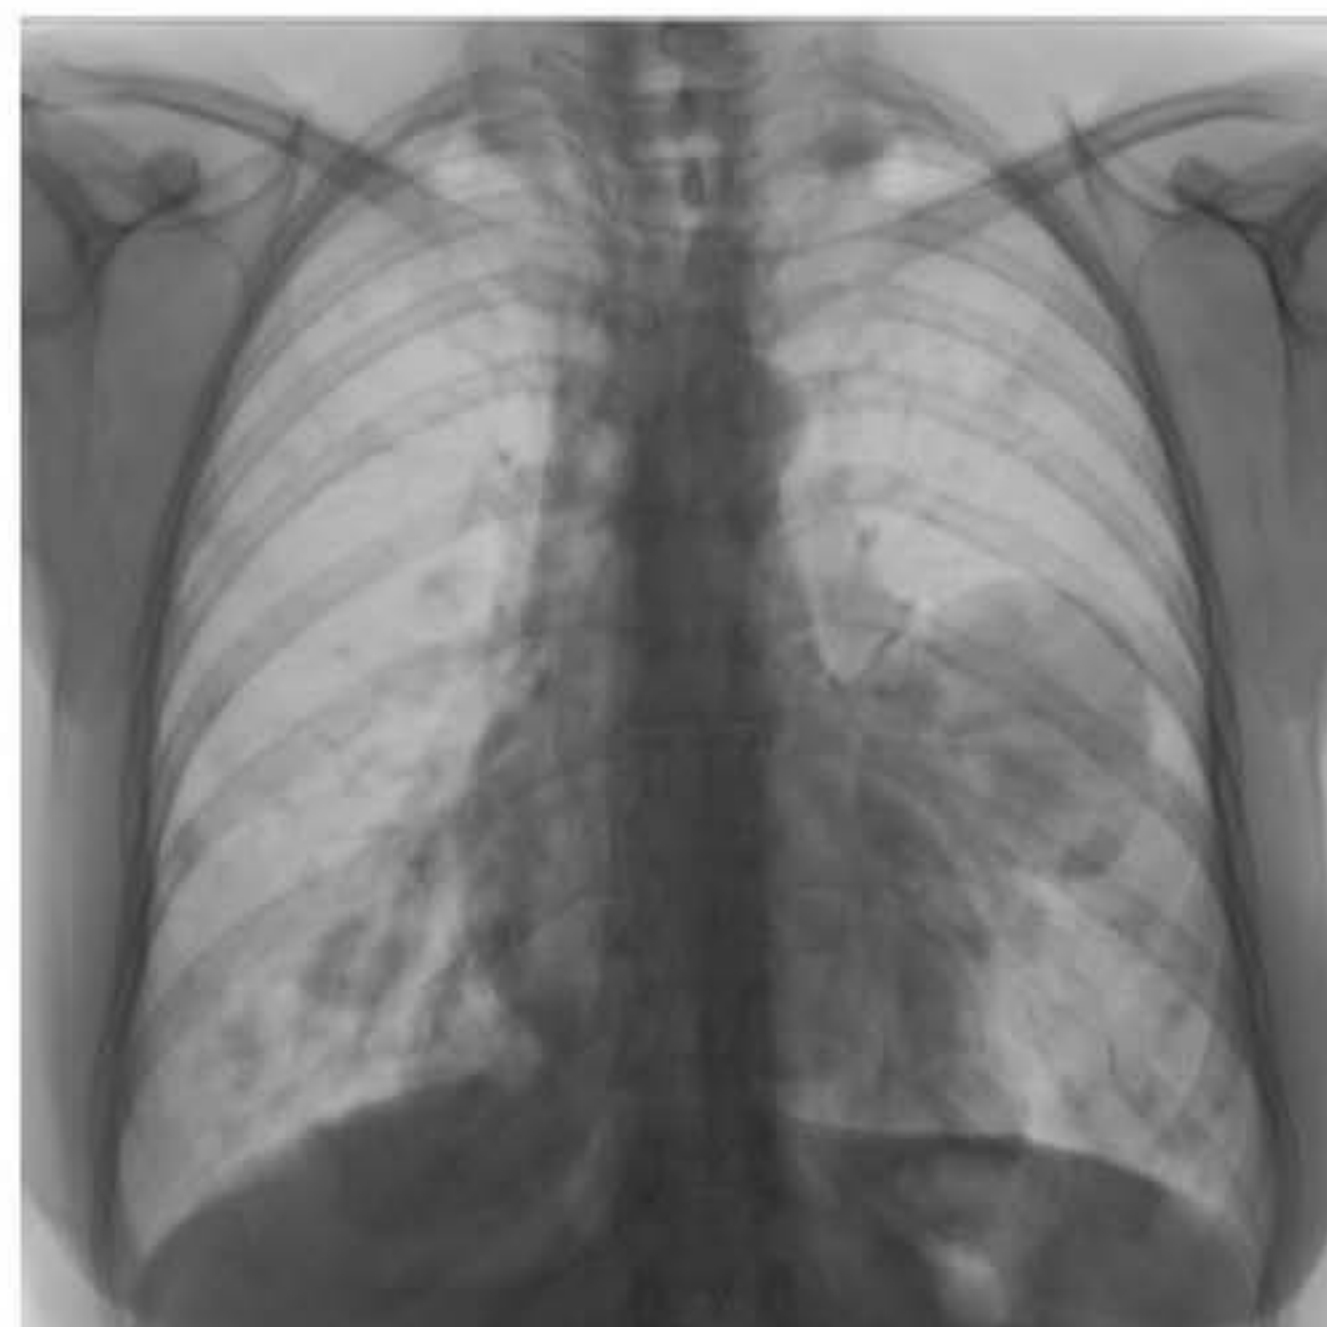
Radiografia do tórax na incidência PA (A) e imagens axiais de tomografia de alta resolução do tórax em paciente HIV+ com comprometimento pulmonar por *Pneumocystis jirovecii*. Em A, observa-se infiltrado reticular difuso; e em B, nota-se vidro fosco sobreposto a opacidades reticulares.
